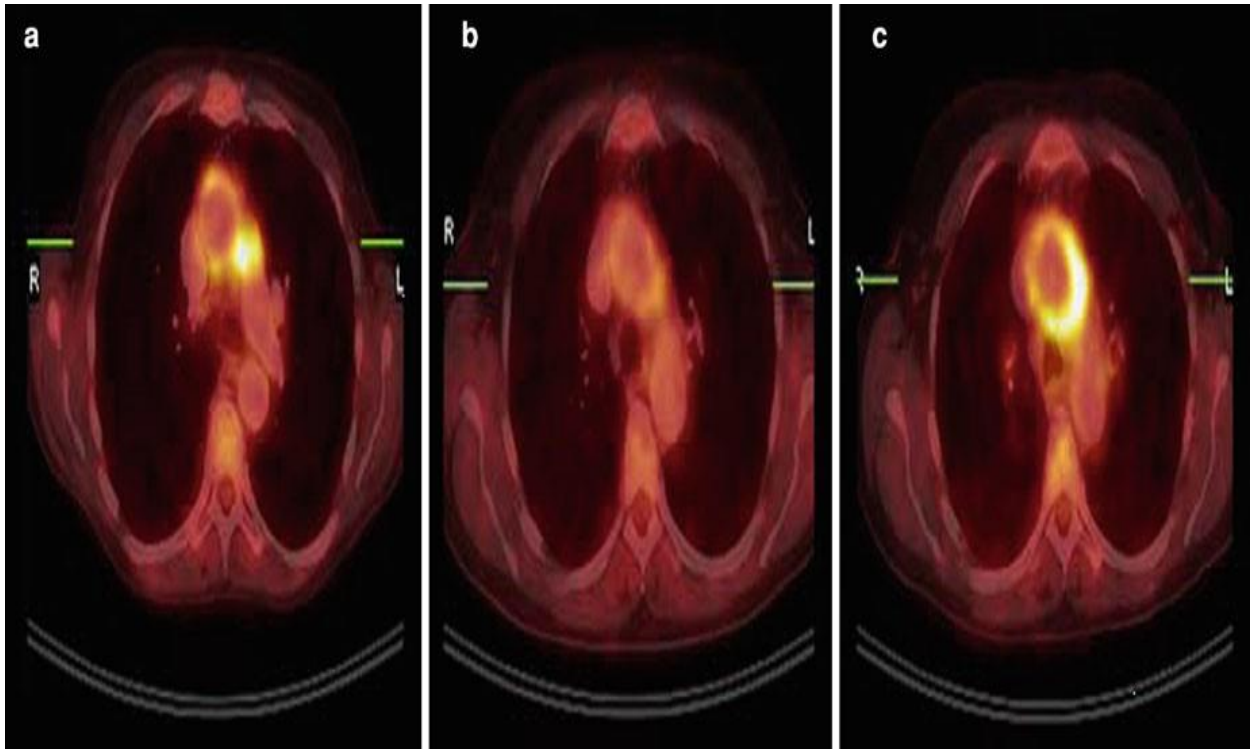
Syndrome de Cogan avec aortite, femme de 60 ans : TEP/TDM thoracique, images en coupe avant traitement (a), montre une fixation pathologique du FDG dans la paroi de l'aorte thoracique ascendante et entre l'aorte et l'artère pulmonaire, indiquant une vascularite aiguë. Après 3 semaines de traitement par corticostéroïdes, la répétition de l'examen TEP/TDM (b) montre une diminution de fixation dans la paroi aortique. Après 6 mois de traitement avec du méthotrexate et de la prednisone à faible dose, le patient était stable cliniquement, mais le TEP/TDM (c) montre une augmentation de l'absorption dans la paroi aortique, indiquant une activité accrue de l'aortite.
